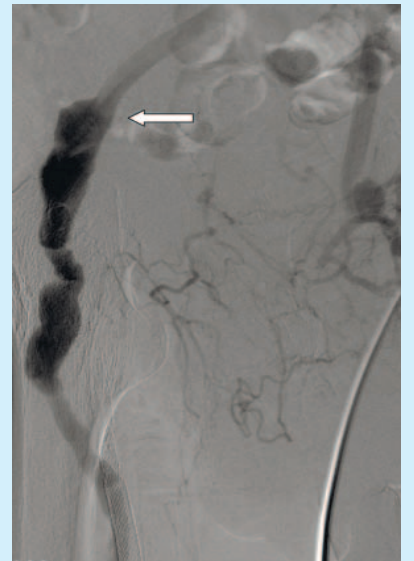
Рентгенконтрастная ангиограмма. Тот же больной. Вовлечение в АТКП проксимального анастомоза с браншей аорто-бедренного протеза «конец в конец» (стрелка)
